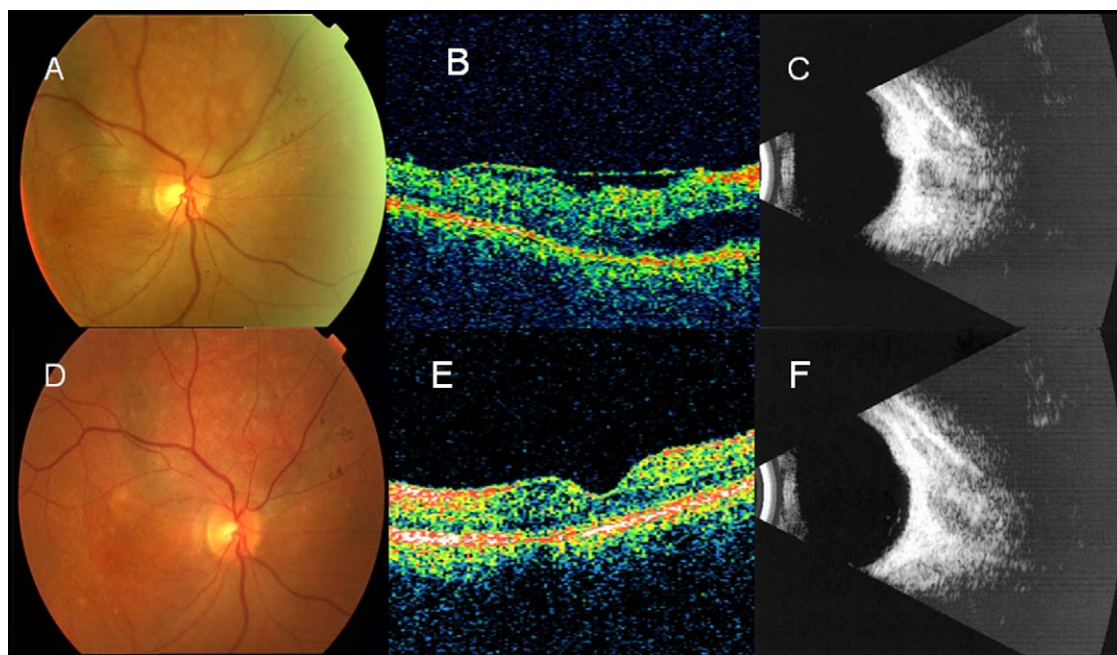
A) Imagen de fondo de ojo antes del tratamiento que presenta una tumoración de coloración anaranjada de localización suprapapilar. B) La OCT sobre el área macular muestra un acúmulo de líquido subretiniano subfoveal y una membrana epirretiniana. C) Ecografía antes de la TFD: masa sólida homogénea hiperintensa, sin sombra acústica post. D) Aspecto de la retina tras las 2 sesiones de TFD y después de la extracción de la membrana epirretiniana. E) La OCT muestra la ausencia de líquido subretiniano y de la membrana epirretiniana. F) Remisión de la tumoración en la ecografía en modo B.
